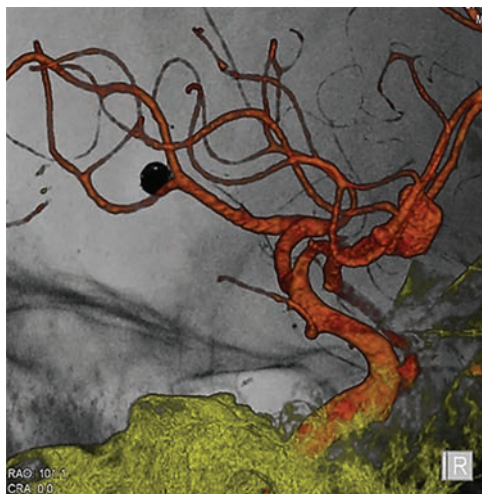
Модель сосуда на фоне текущего рентгеноскопического изображения. Визуализирован сосуд, эмболизат, фон, костные ориентиры.
